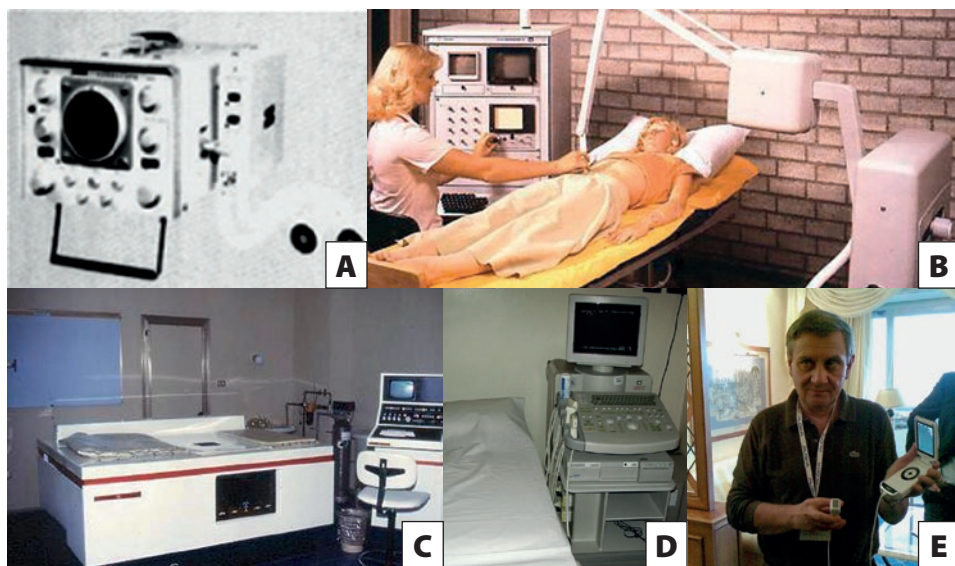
Evoluzione degli apparecchi ecografici negli anni. A: anni Sessanta; B: anni Settanta; C: anni Ottanta; D: dagli anni Ottanta a oggi; E: dal 2010 a oggi.
